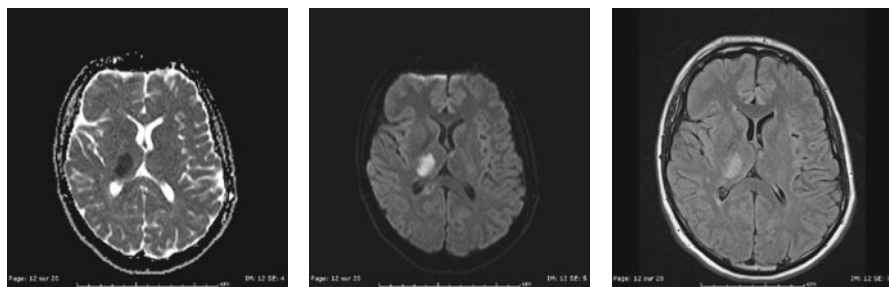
Datation d'un infarctus thalamique droit récent : la cartographie ADC en hyposignal permet de conclure à un AVC récent. Cartographie ADC (hyposignal, à gauche), image de diffusion (hypersignal, au centre), imagerie FLAIR (hypersignal, à droite).
